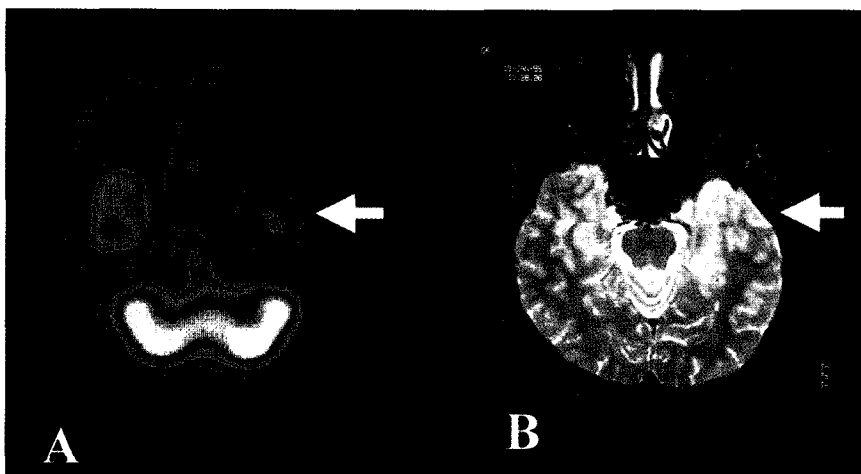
(A) A 17-year-old male with pathological grading 1 of cortical dysplasia showed hypoperfusion in the left temporal lobe (arrow) on interictal Tc-99m ECD SPECT. (B) MRI demonstrated a poor differentiation of the gray and white matter (arrow) on T2-weighted axial images at that site.
